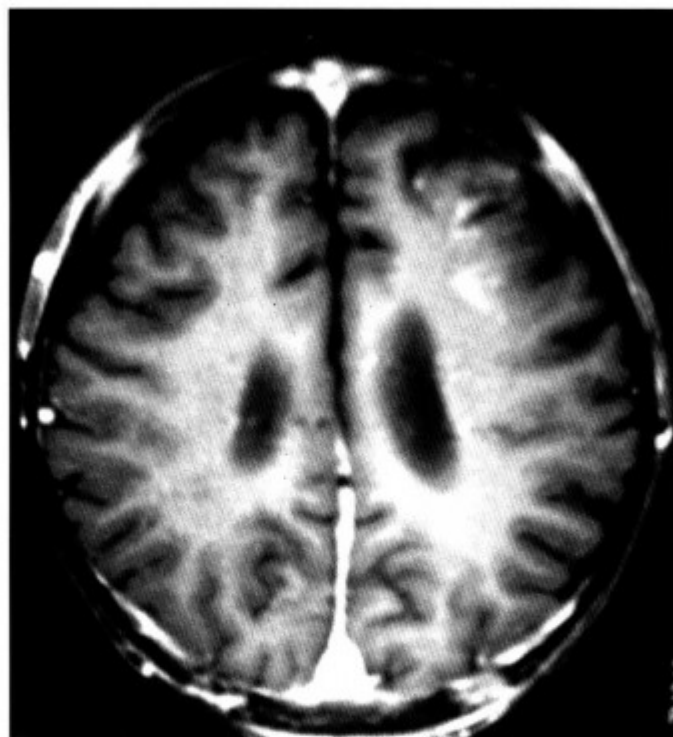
MRI-T₁WI 增强扫描示脑膜增厚异常强化，脑膜转移（同上病例）
